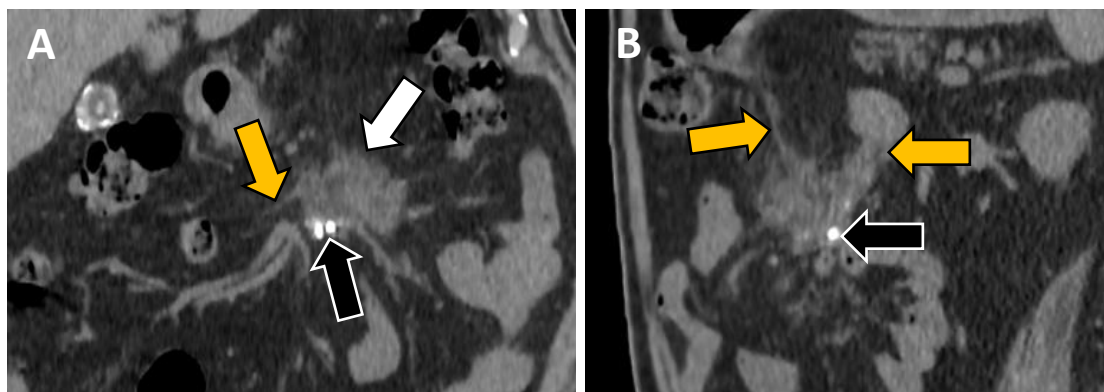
TC basal axial (A) y sagital (B) muestra masa sólida mal definida en mesenterio (*flecha blanca*), con calcificaciones focales (*flecha negra*) y reacción desmoplásica (*flecha naranja*), signos típicos de mesenteritis retráctil, pero no específicos.
